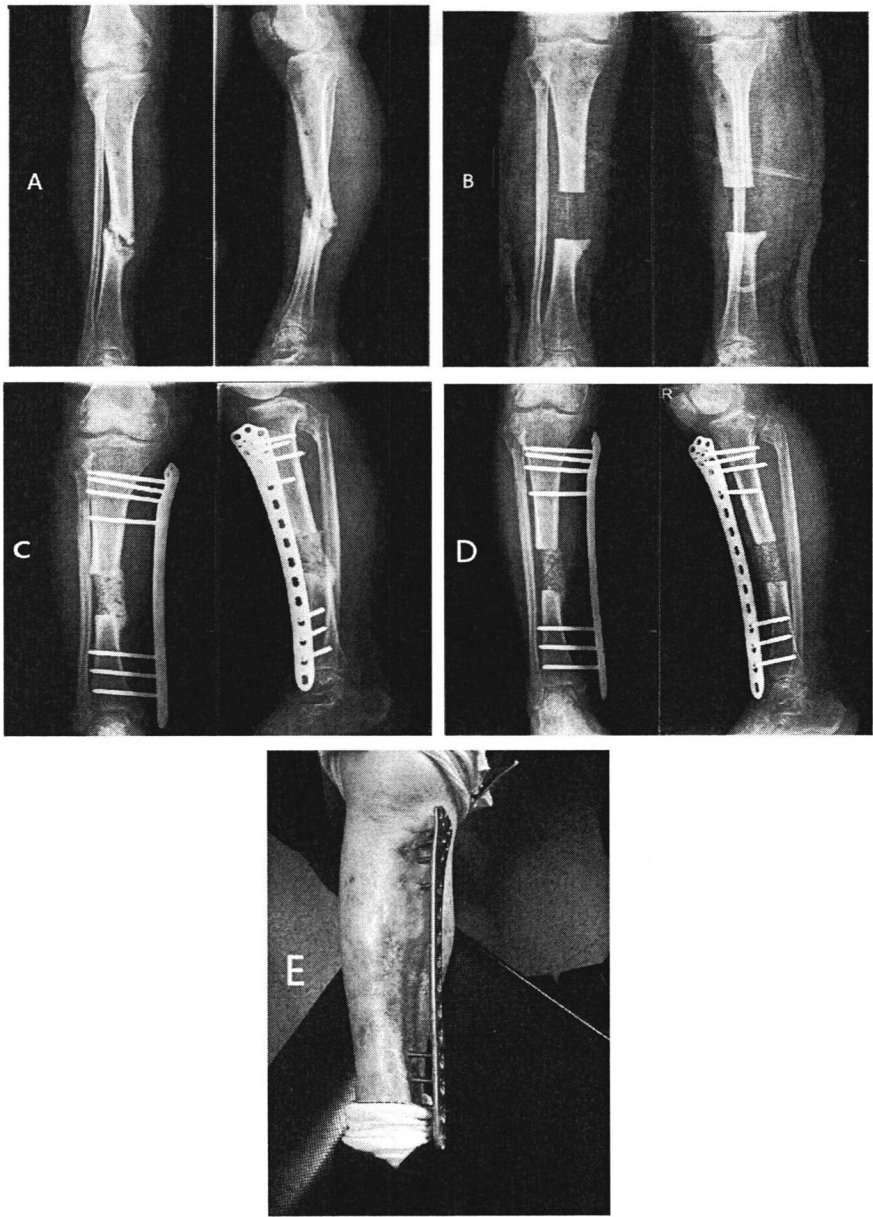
图2患者，女，72岁，右下肢活动障碍伴疼痛10月余，破溃3月余。A. 右胫腓骨正侧位X线片示胫骨骨折端吸收、硬化，成角畸形，可见死骨形成。B. 右胫骨骨折断端清创，胫骨病灶大块切除，VSD引流术后石膏外固定，可见胫骨大段骨缺损。C. 清创术后约1周行第1阶段手术，右胫骨清创，抗生素骨水泥植入，钢板外固定。术后X线片示右胫骨缺损间抗生素骨水泥位置良好。D. 第一阶段术后8
